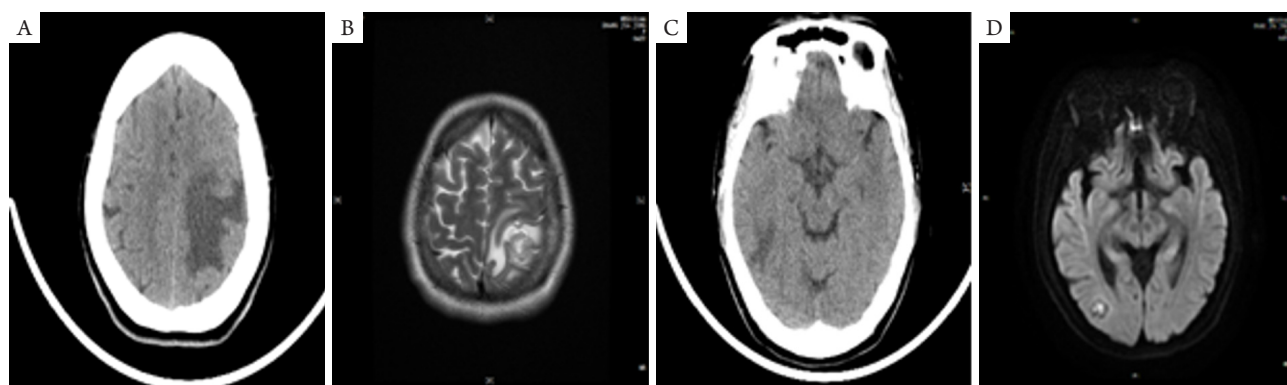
2018年12月3日头部CT及MRI示: 左侧顶叶及右侧颞枕叶等低密度结节及水肿, 符合脑转移“小结节、大水肿”改变
